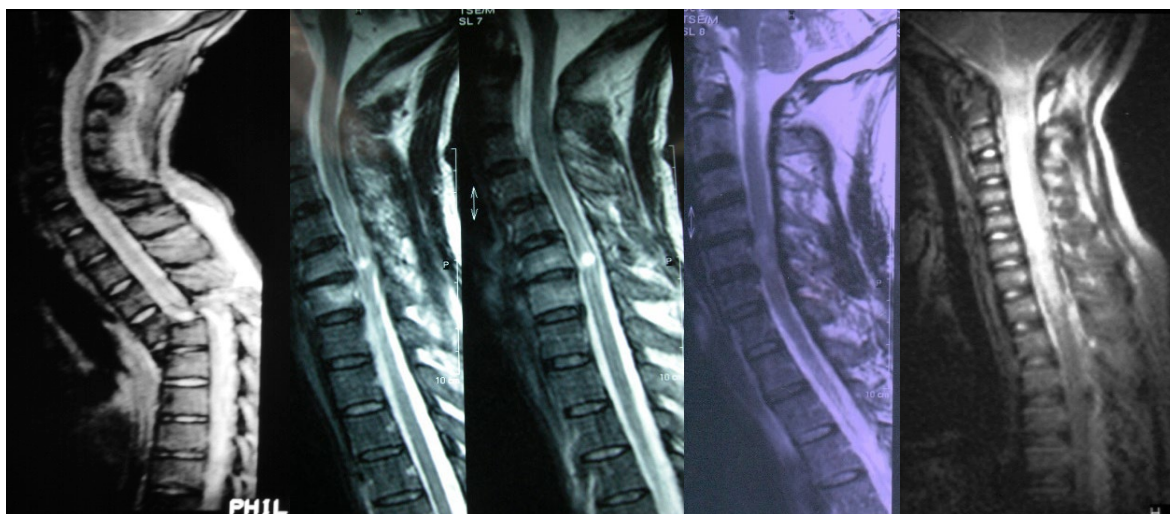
Variedad de imágenes de RM en lesiones medulares completas: de izquierda a derecha, sección medular, contusión medular de diversa entidad y a la derecha extensa lesión bulbo-medular. Todas las imágenes anonimizadas se corresponden con pacientes con igual evolución en lo relativo a la extensión de la lesión atendidos en consulta.
